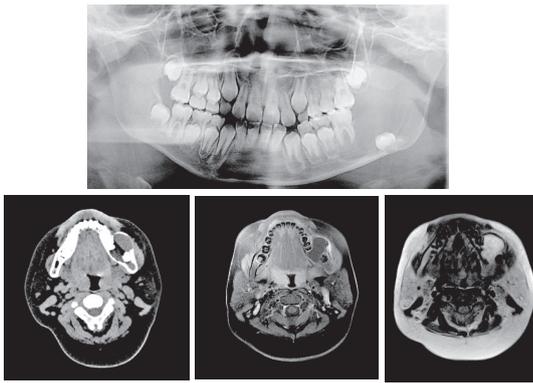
エナメル上皮腫（上：パノラマ，下左：CT，下中：T1強調MR，下右：T2強調MR）
